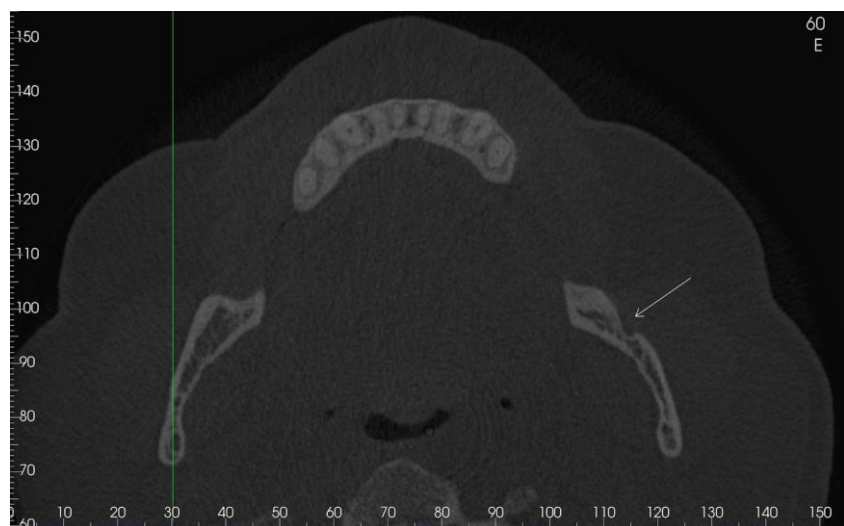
Em corte axial da tomografia computadorizada observa-se a porção onde o canal mandibular se exterioriza.
